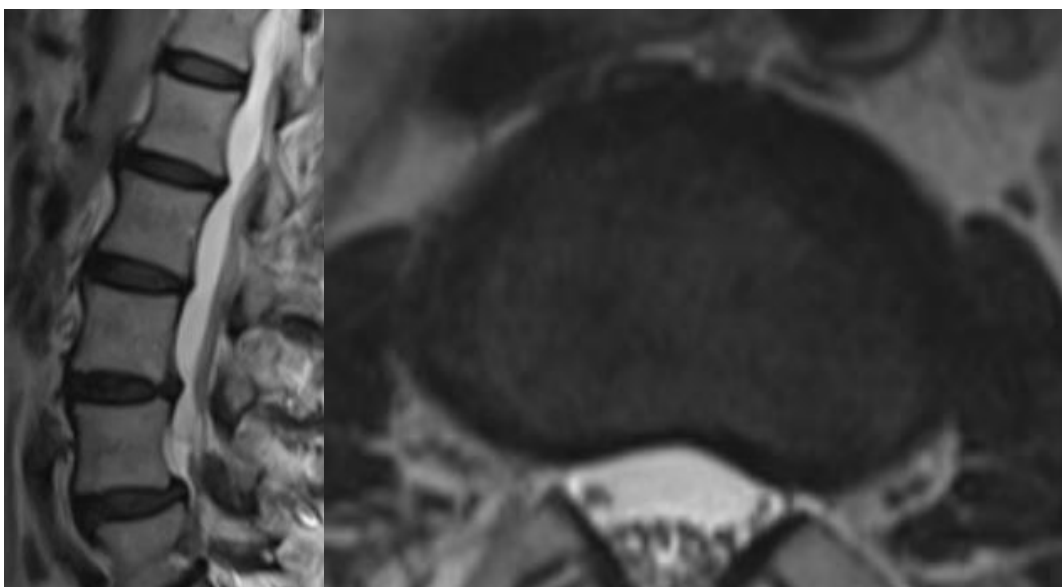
Imagen de un disco intervertebral deshidratado en secuencia T2 de RMN. Cortesía del Servicio de Imagenología del Hospital General Xoco.
